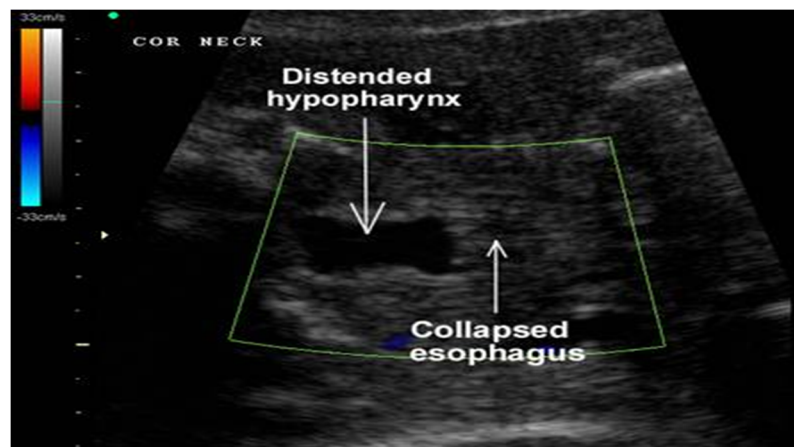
« Pouch sign » échographique d'une atrésie œsophagienne proximale avec fistule trachéo-œsophagienne distale
